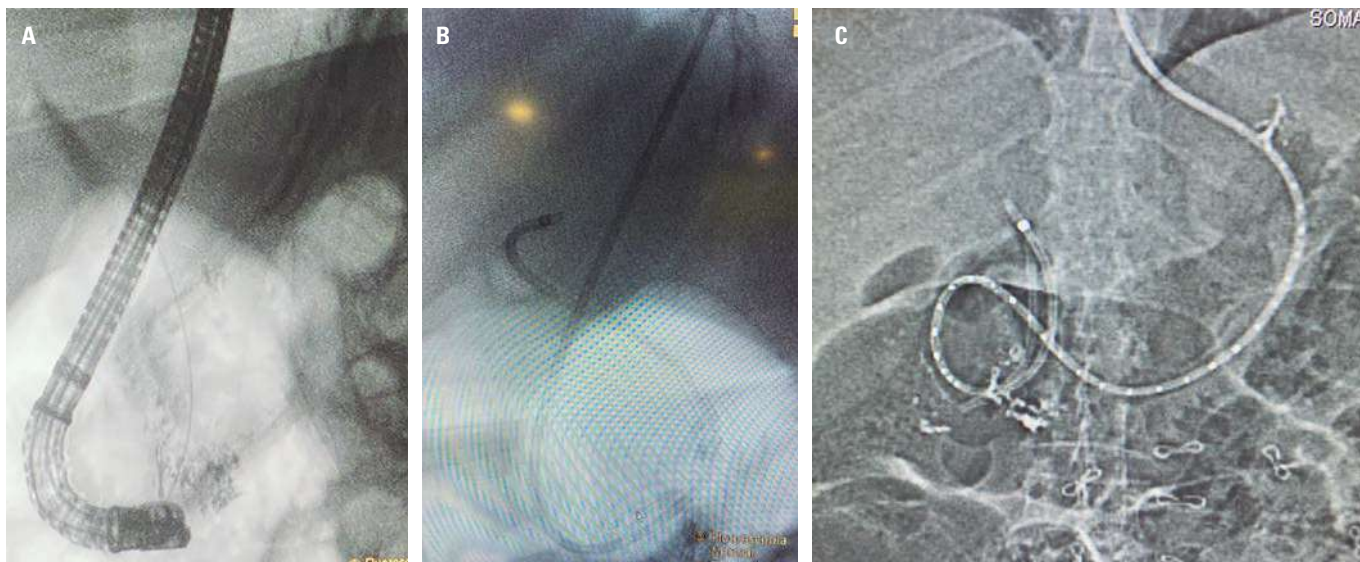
A. Vista del endoscopio a nivel de la ampolla de Váter. B. Se observa sonda nasobiliar en la fluoroscopia. C. Sonda nasobiliar en la TC de simulación.
